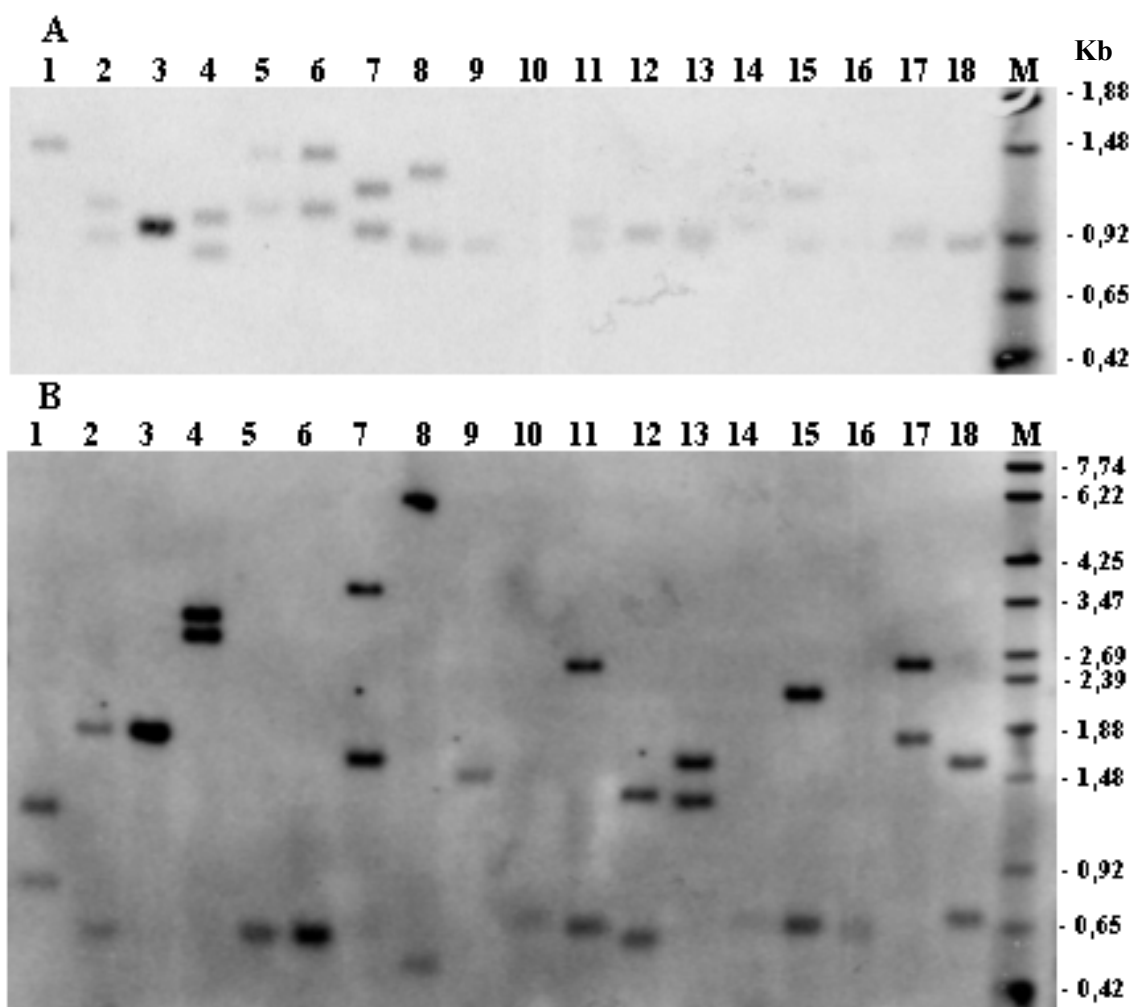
10. Autoradiografia A: fragmentos específicos *Alu* I - 5'HVR; Autoradiografia B: fragmentos específicos *Hinf* I - 3'HVR. Estão representados os mesmos indivíduos nas duas hibridações. 2, 4, 7- 8, 11, 15: indivíduos com dois fragmentos para as regiões 5' e 3' HVR; 1, 12-13, 17-18: indivíduos com um fragmento para a região 5' HVR e dois fragmentos para a região 3' HVR; 5, 6, 14: indivíduos com dois fragmentos para a região 5' HVR e um para a região 3' HVR. 3: indivíduo com apenas um fragmento para cada região HVR. M: marcador ^{35}S , AmershamBiosciences.
